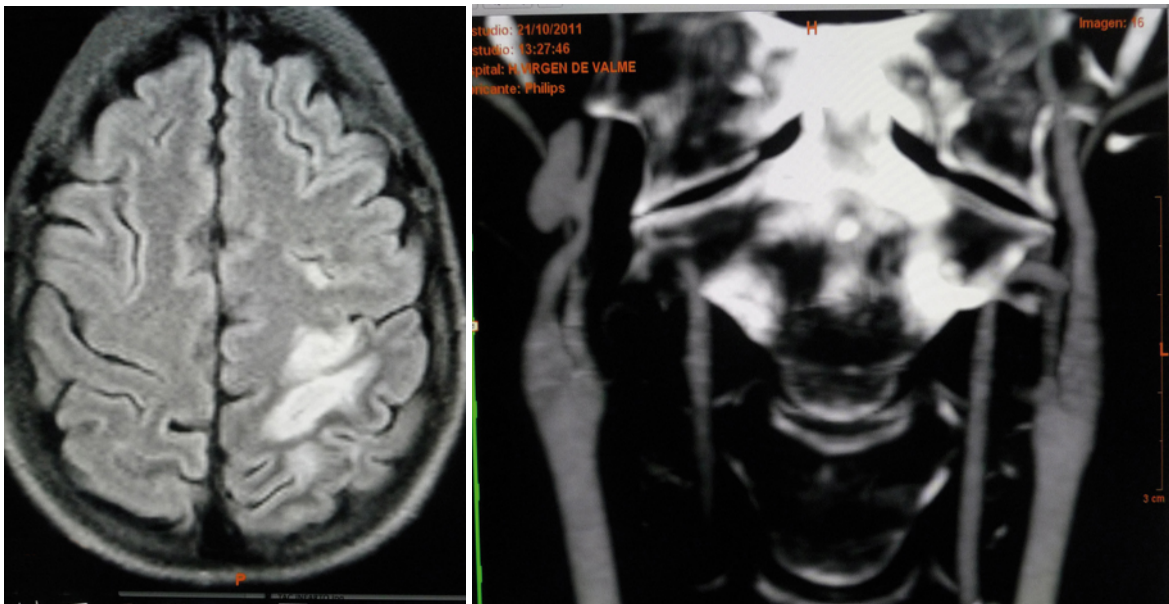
■ Paciente 4. Paciente de 31 años, lupus aCL+, 2 abortos previos, gestante (tercer trimestre), tratada con heparina de bajo peso molecular. Ingresa por cefalea, vómitos, hipertensión severa. Desarrolla hemiparesia derecha y disartria. En la resonancia magnética (RM) se aprecia infarto parietal izquierdo. La angiografía muestra disección de ambas carótidas, con formación de pseudoaneurisma sacular.
